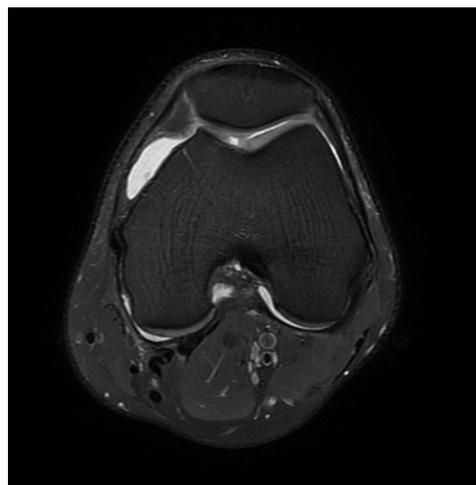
corte axial de RM rodilla izquierda, en donde se observa lesión condral de la tróclea.
